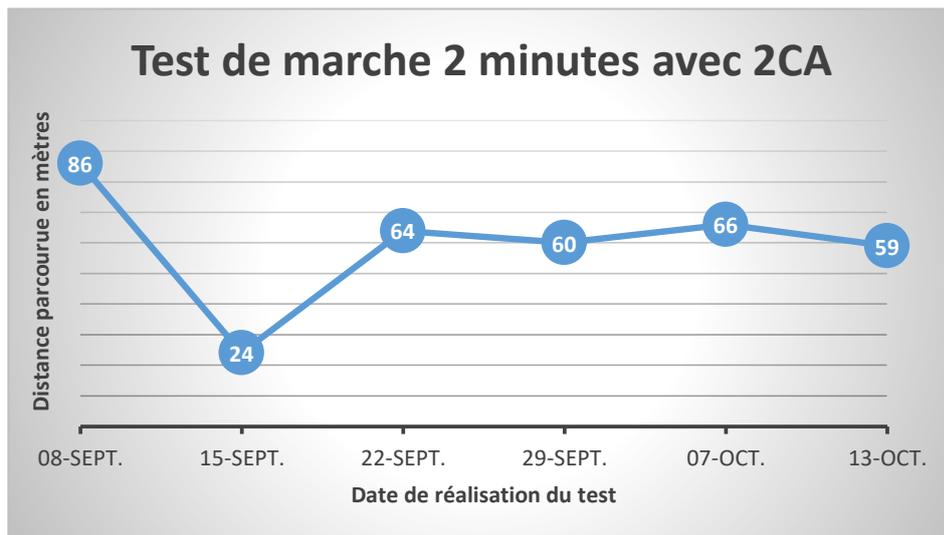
évolution du TDM2 avec 2 CA
